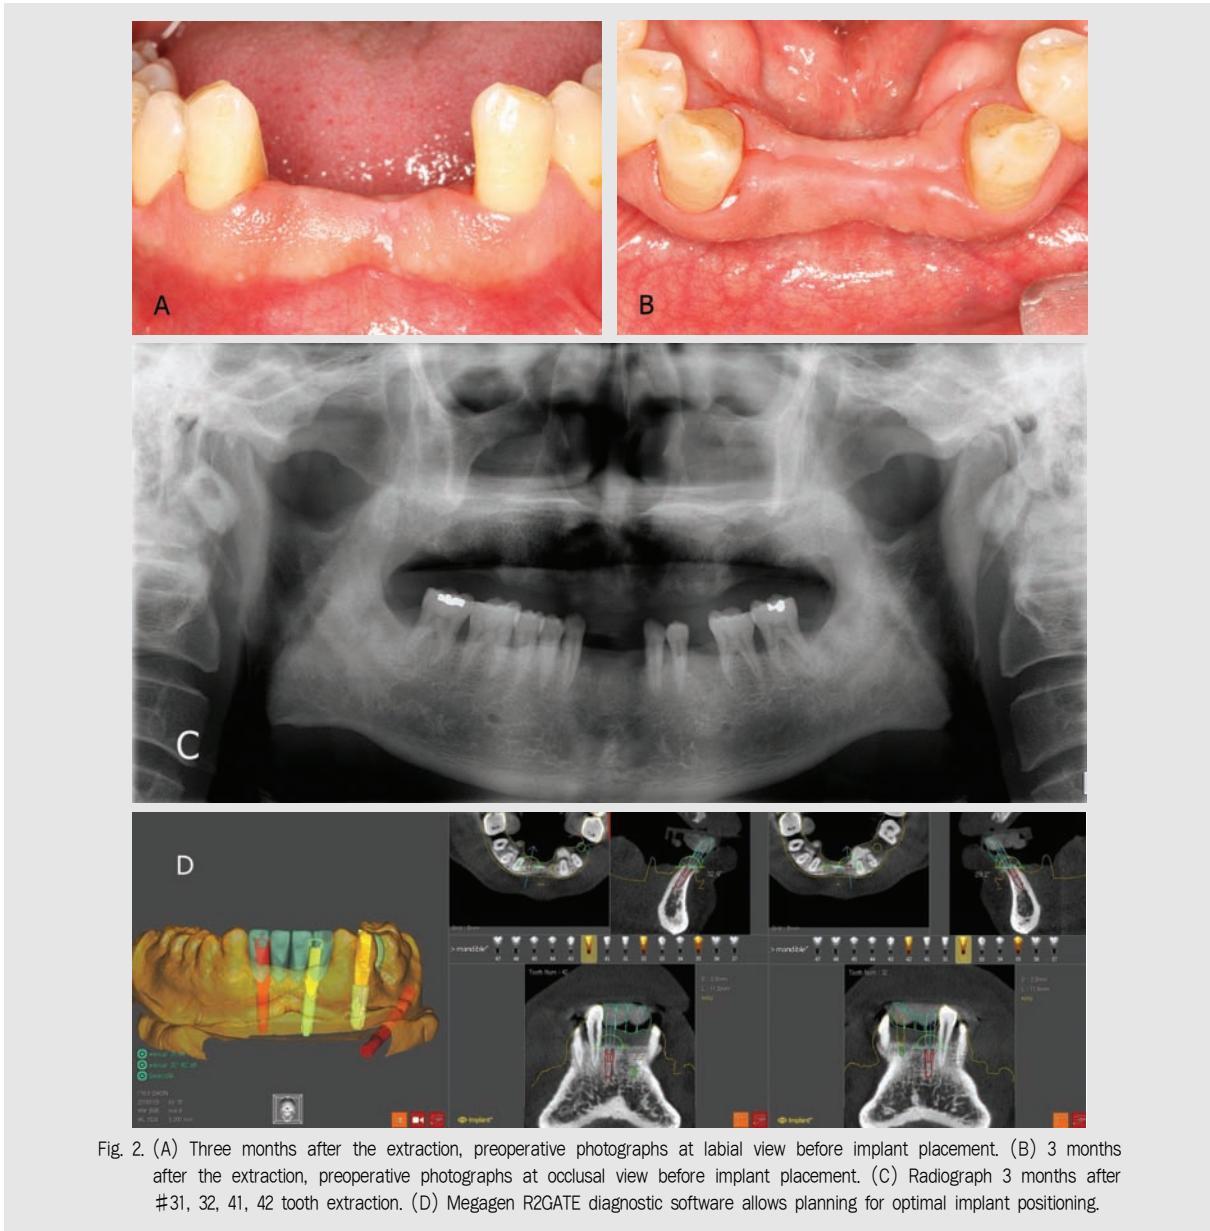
(A) Three months after the extraction, preoperative photographs at labial view before implant placement. (B) 3 months after the extraction, preoperative photographs at occlusal view before implant placement. (C) Radiograph 3 months after #31, 32, 41, 42 tooth extraction. (D) Megagen R2GATE diagnostic software allows planning for optimal implant positioning.
